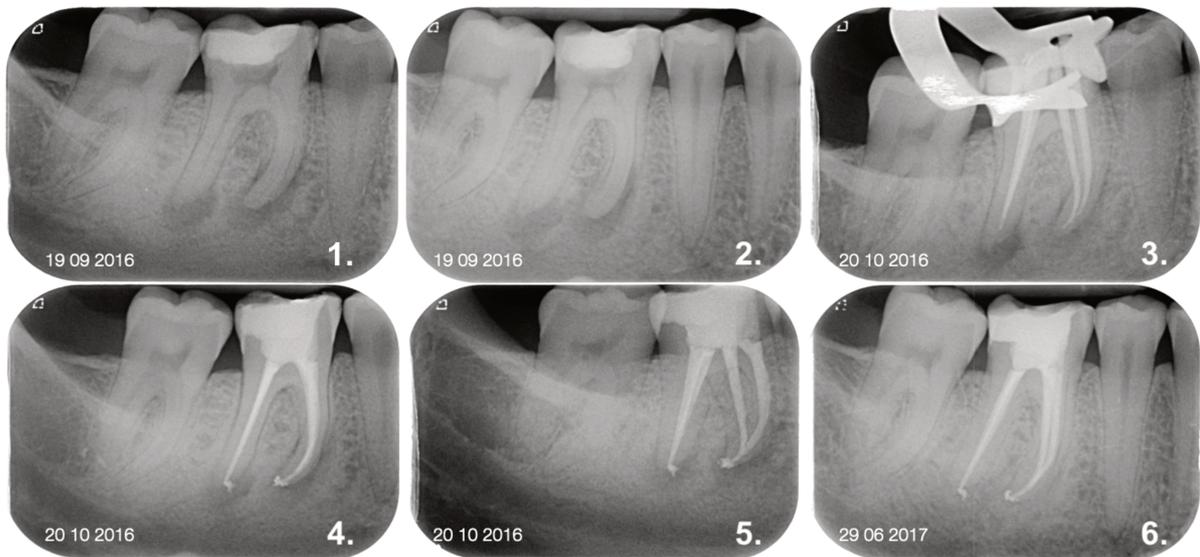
radiographies du cas clinique n°3
